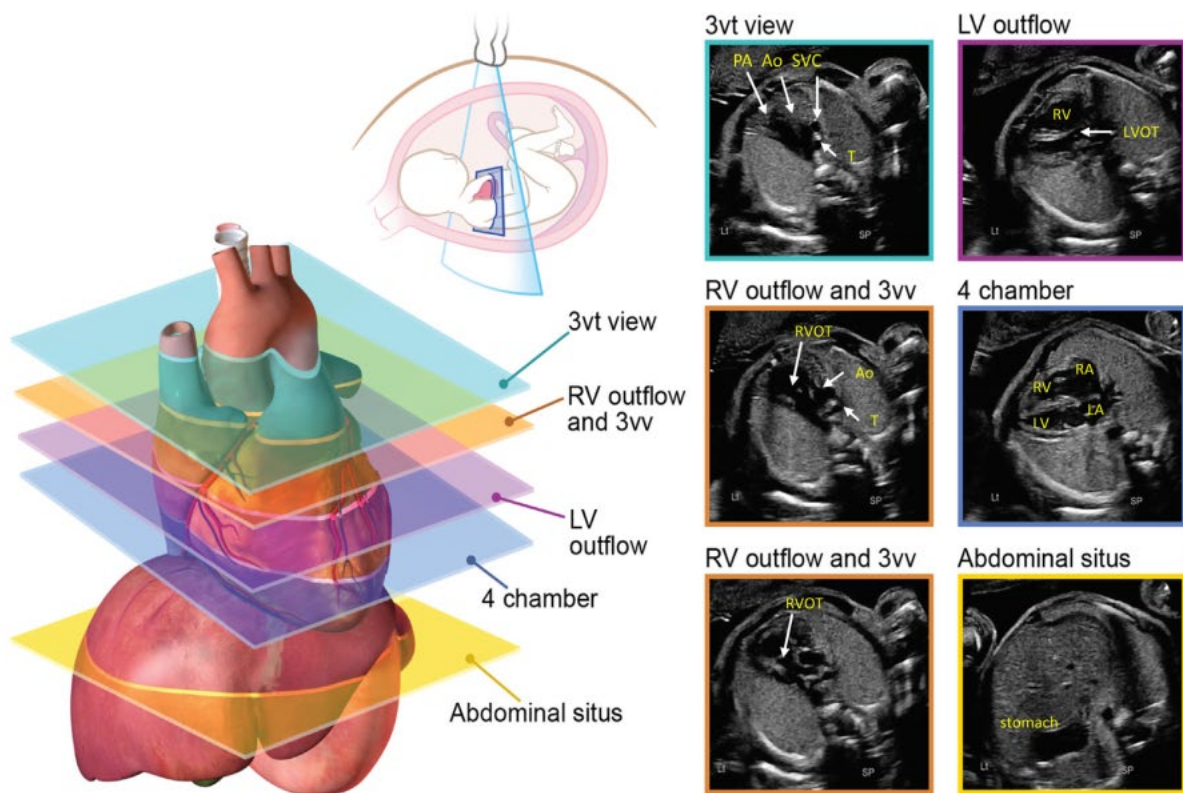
建议在产科解剖超声筛查时, 通过横切面来筛查胎儿心脏, 并作为胎儿超声心动图检查中获取的初始系列图像。应注意图像中该胎儿为头位; 若胎儿为臀位时, 则与此处所示图像镜像反转。Ao, 主动脉; DA, 动脉导管; LV, 左心室; LVOT, 左室流出道; PA, 肺动脉; RV, 右心室; RVOT, 右室流出道; T, 气管。经 Yagel 等人³⁴ 许可重新绘制和改编。另见视频 1 (见 www.onlinejase.com)。
